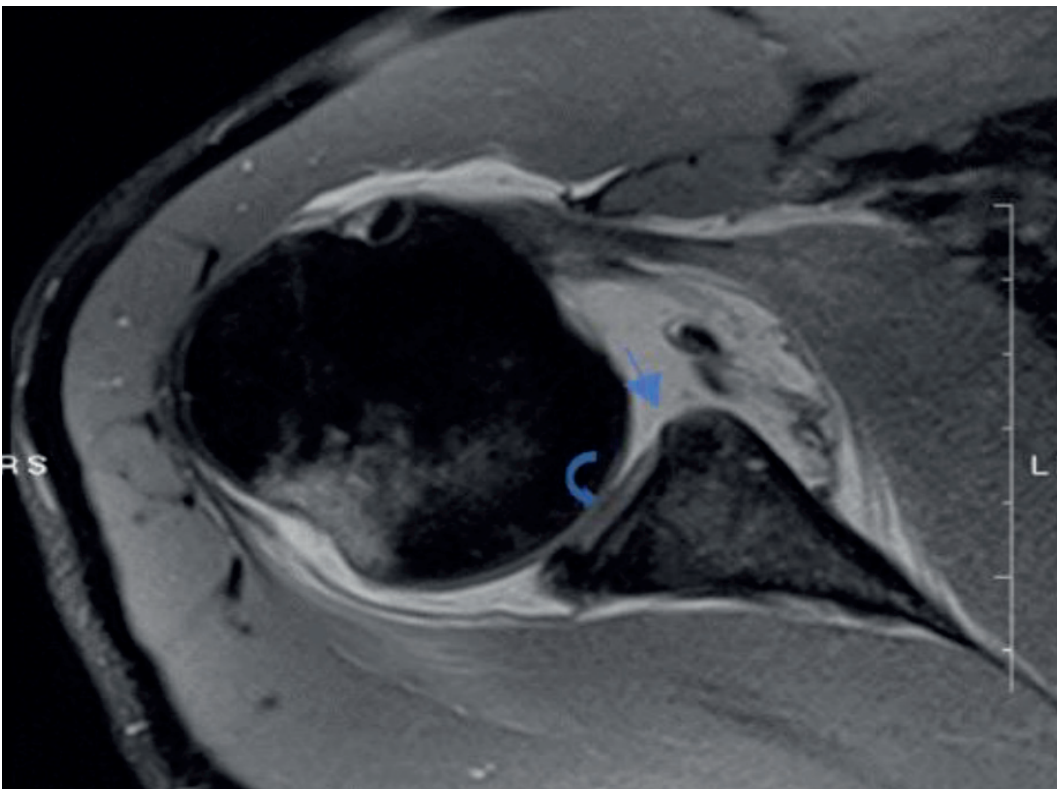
На МР-томограмі плечового суглоба (зображення зважене за протонною щільністю із пригніченням сигналу від жирової тканини – PDfs) – в передньо-нижніх відділах суглобової западини – дефект хряща займає всю його товщу (стрілка) і відшарування передньо-нижньої суглобової губи із передньою порцією волокон нижньої суглобово-плечової зв'язки від періоста гленоїдального виростка лопатки, поряд збережений хрящ суглобової западини (дугоподібна стрілка)
